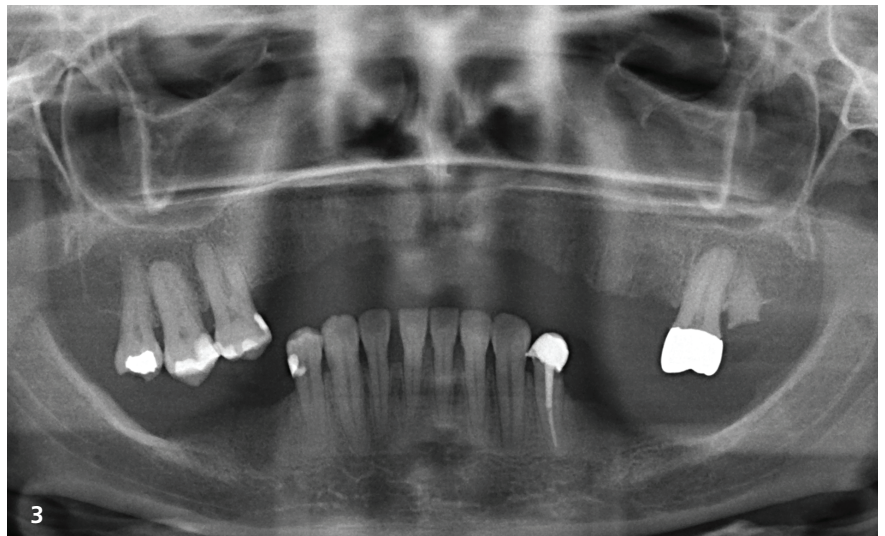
+2: Intraorale Aufnahmen ohne Prothese, mit dünner Mukosa über dem schmalen oberen Alveolarfortsatz. – Abb. 3: Initiales Röntgenbild: vertikale Atrophie in beiden posterioren Unterkieferbereichen sowie zahnloser Oberkieferabschnitt, der implantologisch rehabilitiert werden soll. – Abb. 4+5: Initiales diagnostisches Wax-up mit den zu ersetzenden Zähnen.
